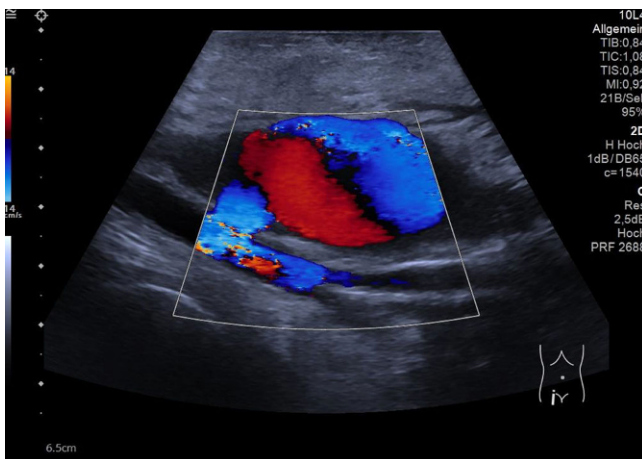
◀ Farbkodierte Duplexsonographie (FKDS). Aneurysma spurium ventral der Arteria femoralis communis (AFC) rechts mit Nachweis des Aneurysmahalses, der aus der AFC entspringt
